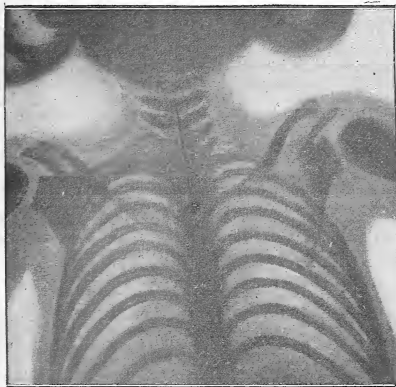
Radiographie d'une épingle introduite dans un larynx d'enfant.
